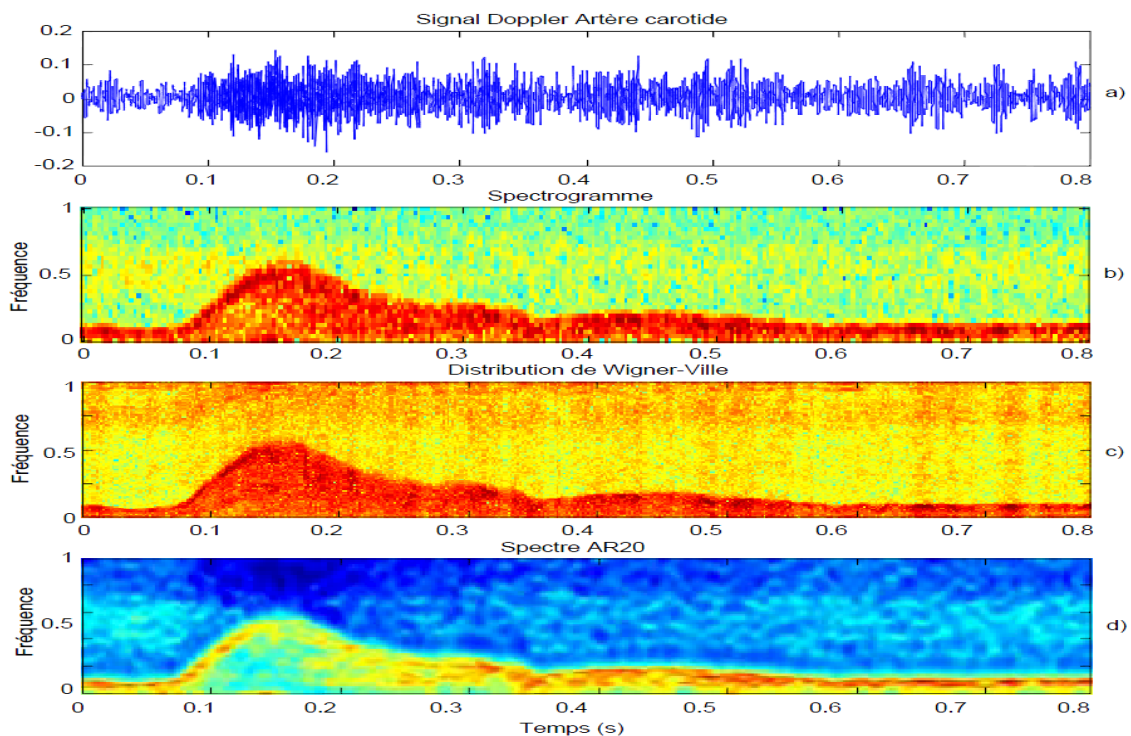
Plans temps-fréquence d'un signal Doppler sanguin carotidien.
